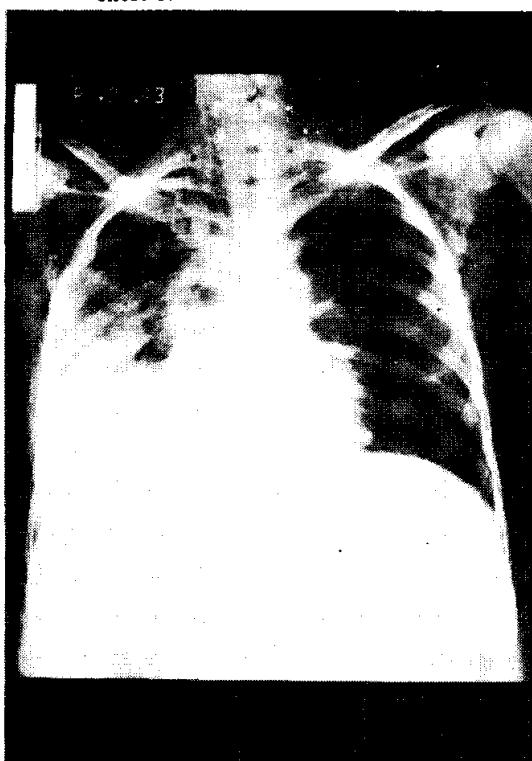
Postoperative 8th day roentgenogram of Chest P-A.
